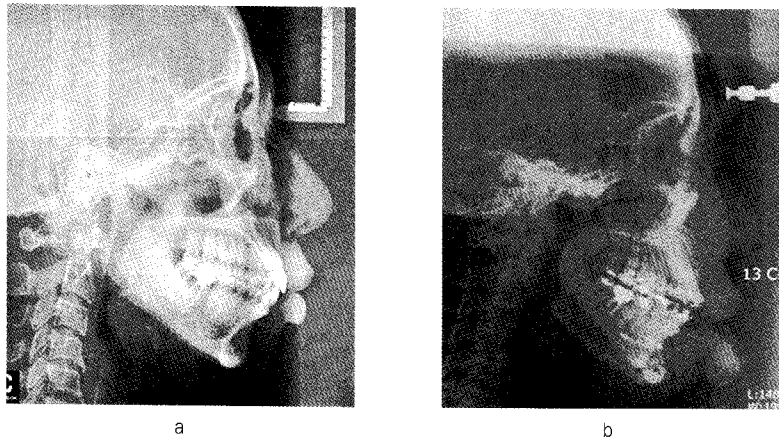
Lateral cephalometric X-ray (a: pre-OP, b: post-OP)
